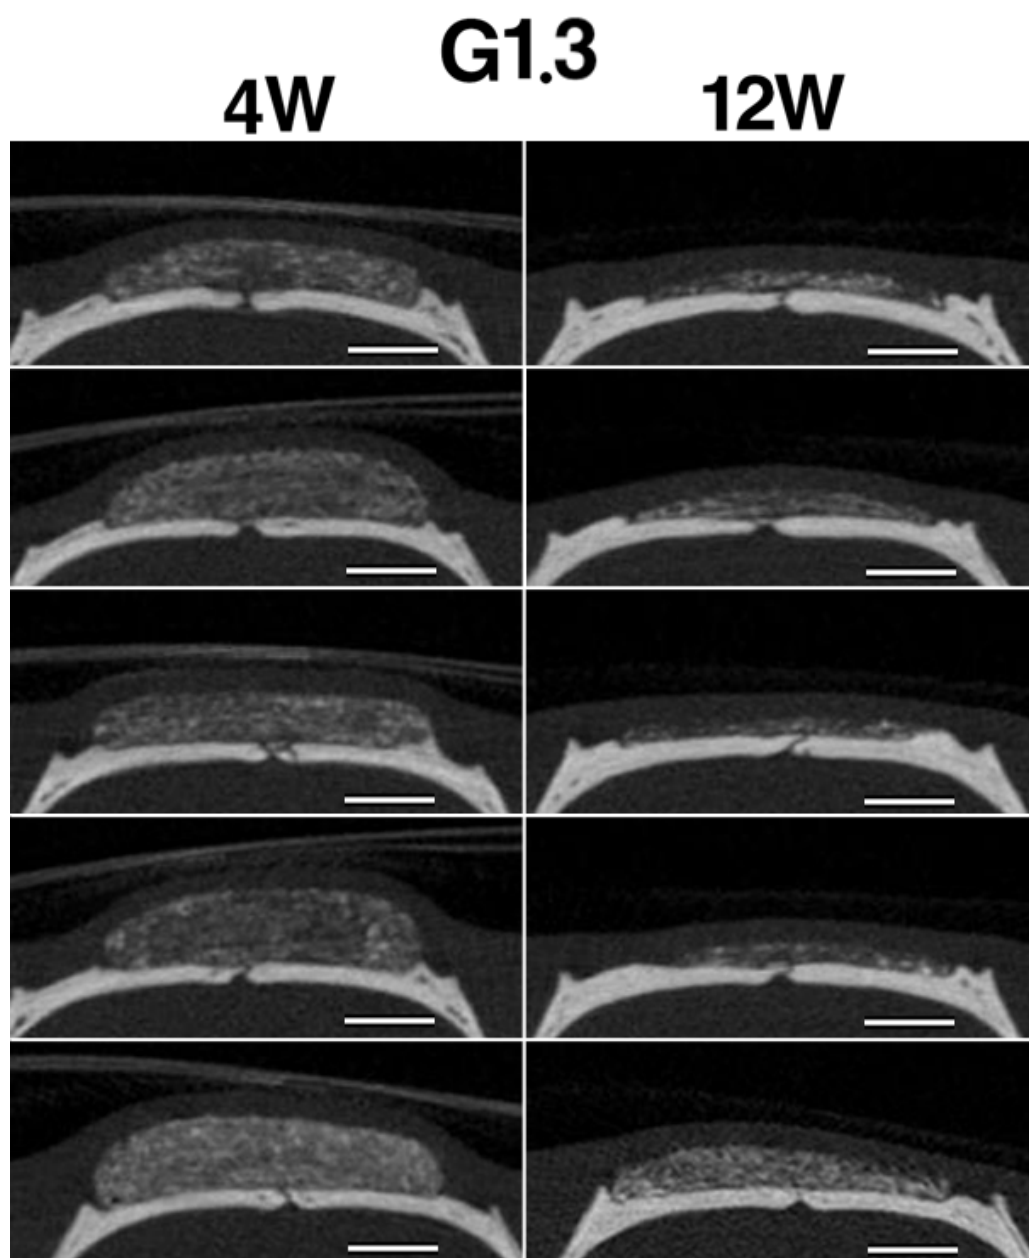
G1.3の埋入後4，12週時のマイクロCT像
